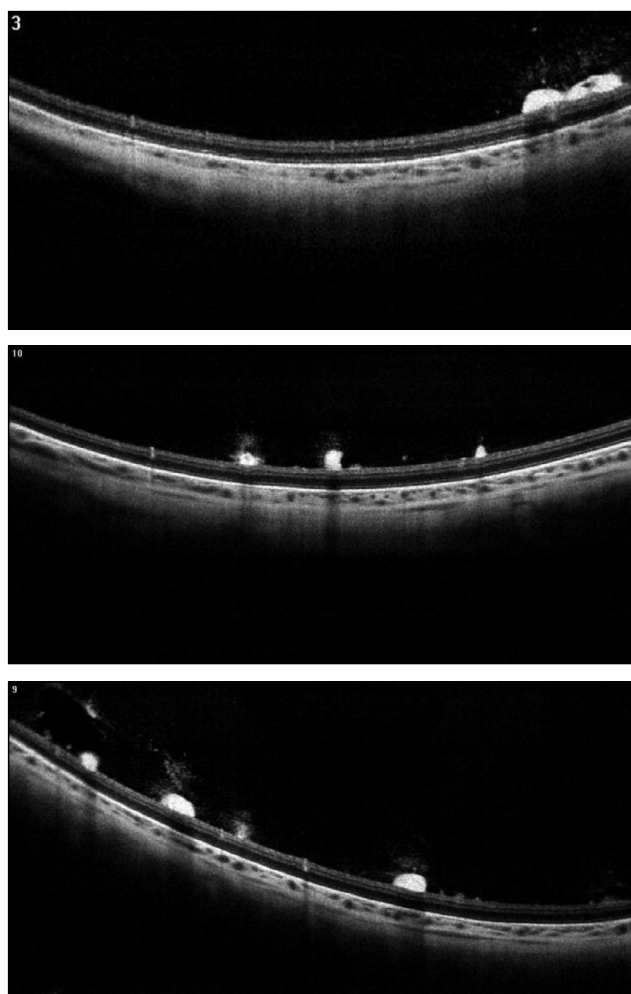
OU Оптическая когерентная томограмма сетчатки в зоне дискретных отложений.
